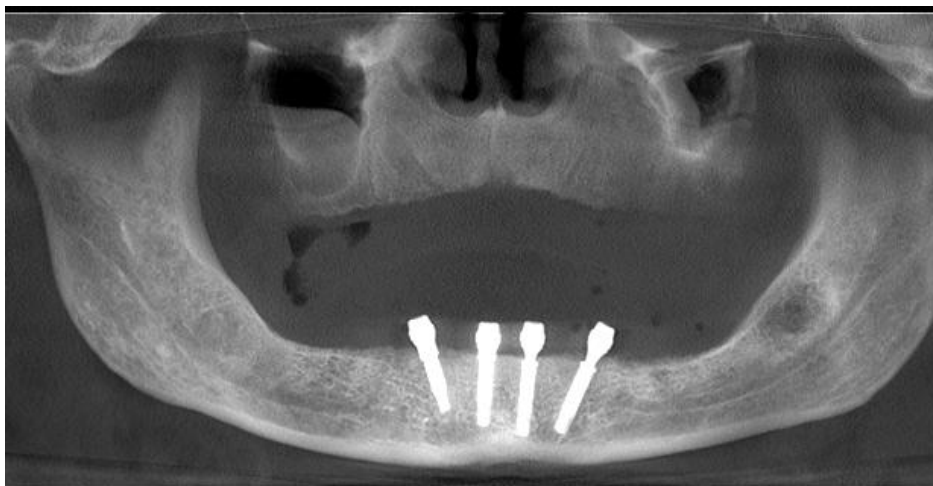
Radiografia após a instalação dos implantes.
